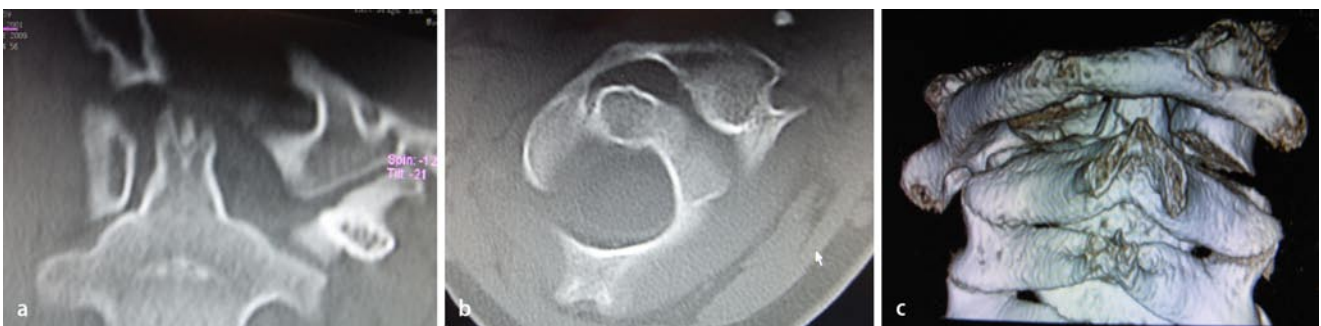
▲ Sicherung der Diagnose in der CT. a Deutliche Fehlstellung der Massa lateralis zum Dens axis in a.-p.-Richtung, b Rotationsdislokation im horizontalen Schnittbild, c Dislokation in 3-D-Darstellung
